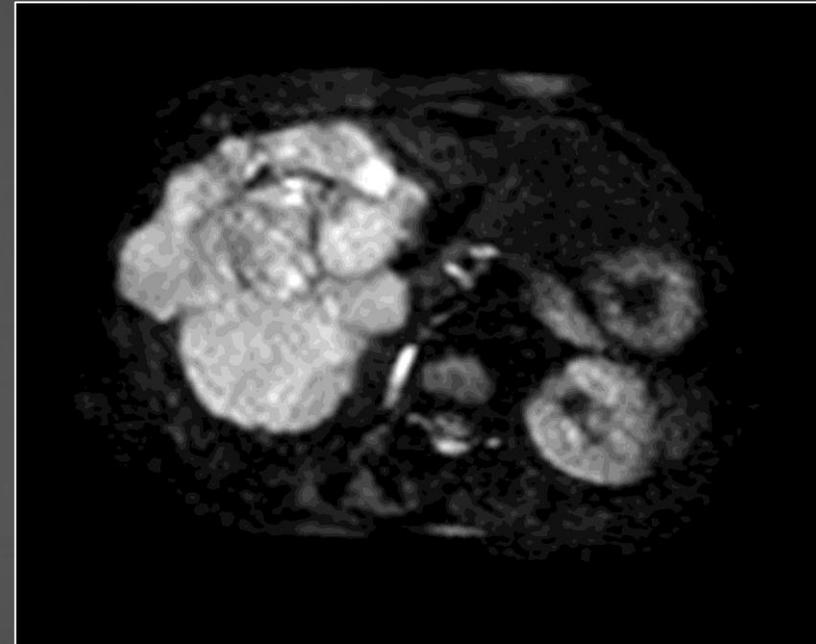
Corte axial de resonancia magnética de abdomen y pelvis secuencia ponderada de difusión
